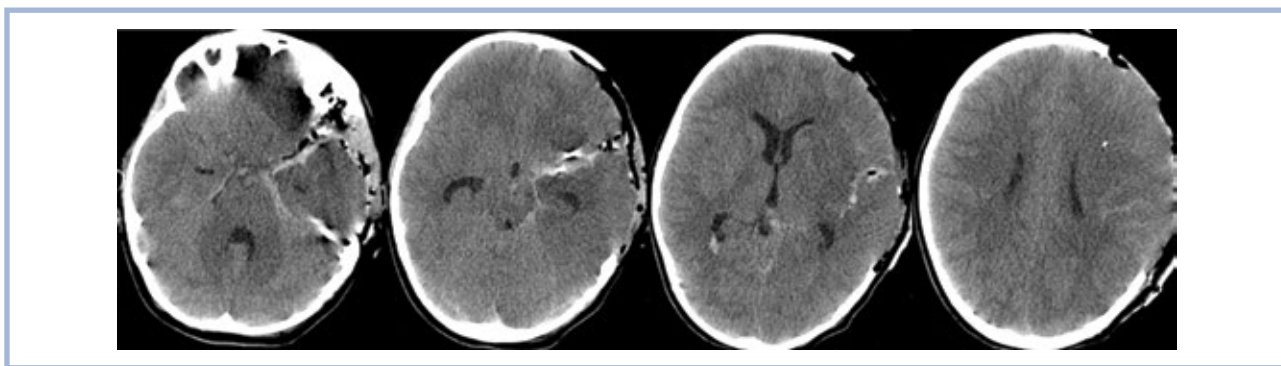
Пациентка Э., 8 лет. КТ головного мозга (1-е сутки после операции).
